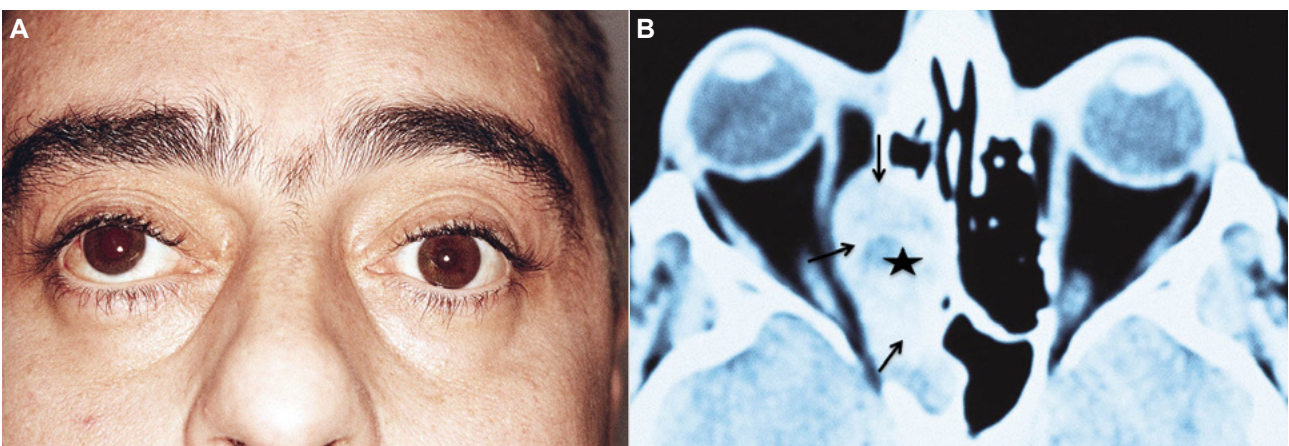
A. Sarcoma de Ewing en un varón de 32 años con problemas respiratorios en fosa nasal derecha hace varias semanas. Desplazamiento lateral de OD con diplopía por alteración de la motilidad. B. TC axial. Tumoraación en etmoides medio y posterior que rompe la pared ósea externa para extenderse a la orbita. Tiene densidad heterogénea con un área central que apenas capta y periferia que capta mucho contraste por estar más vascularizada. Proliferación de células pequeñas formando un patrón arremolinado (HE 300).
